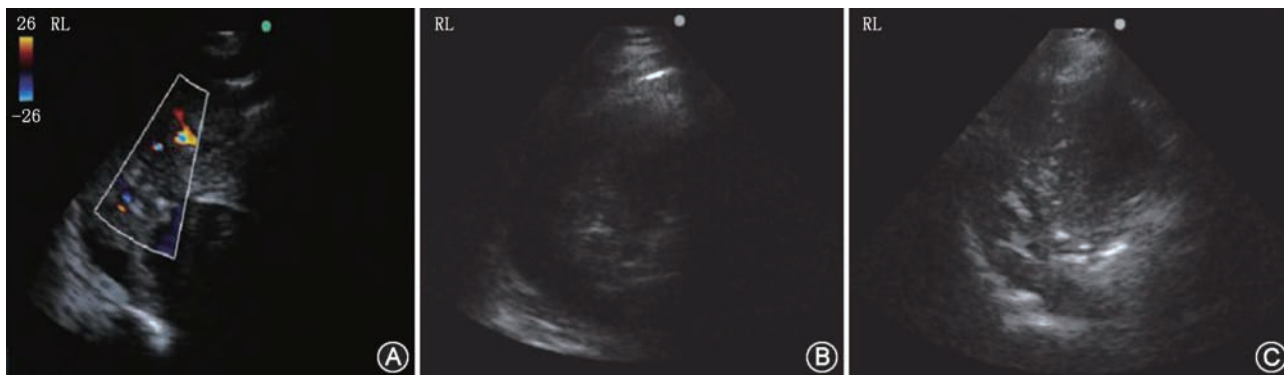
超声检查肺不张3种征象:A为组织样征象;B为碎片征象;C为支气管充气征
